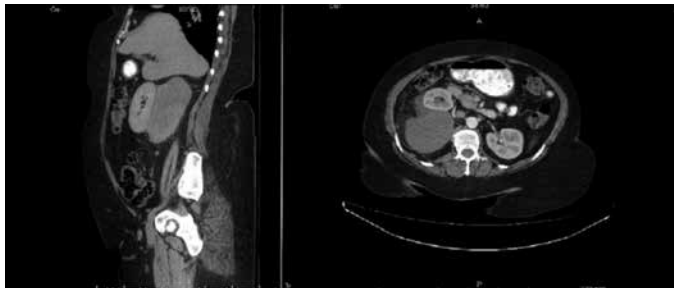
The view of retroperitoneal inflammatory myofibroblastic tumor in the contrast computed tomography
